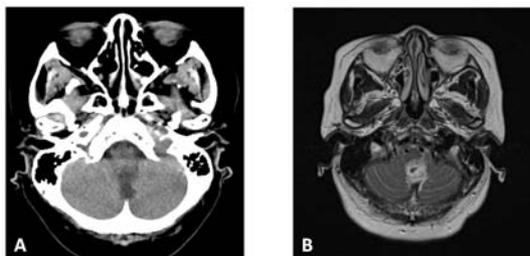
A: CT scan showed a low density mass in the posterior cranial fossa.
